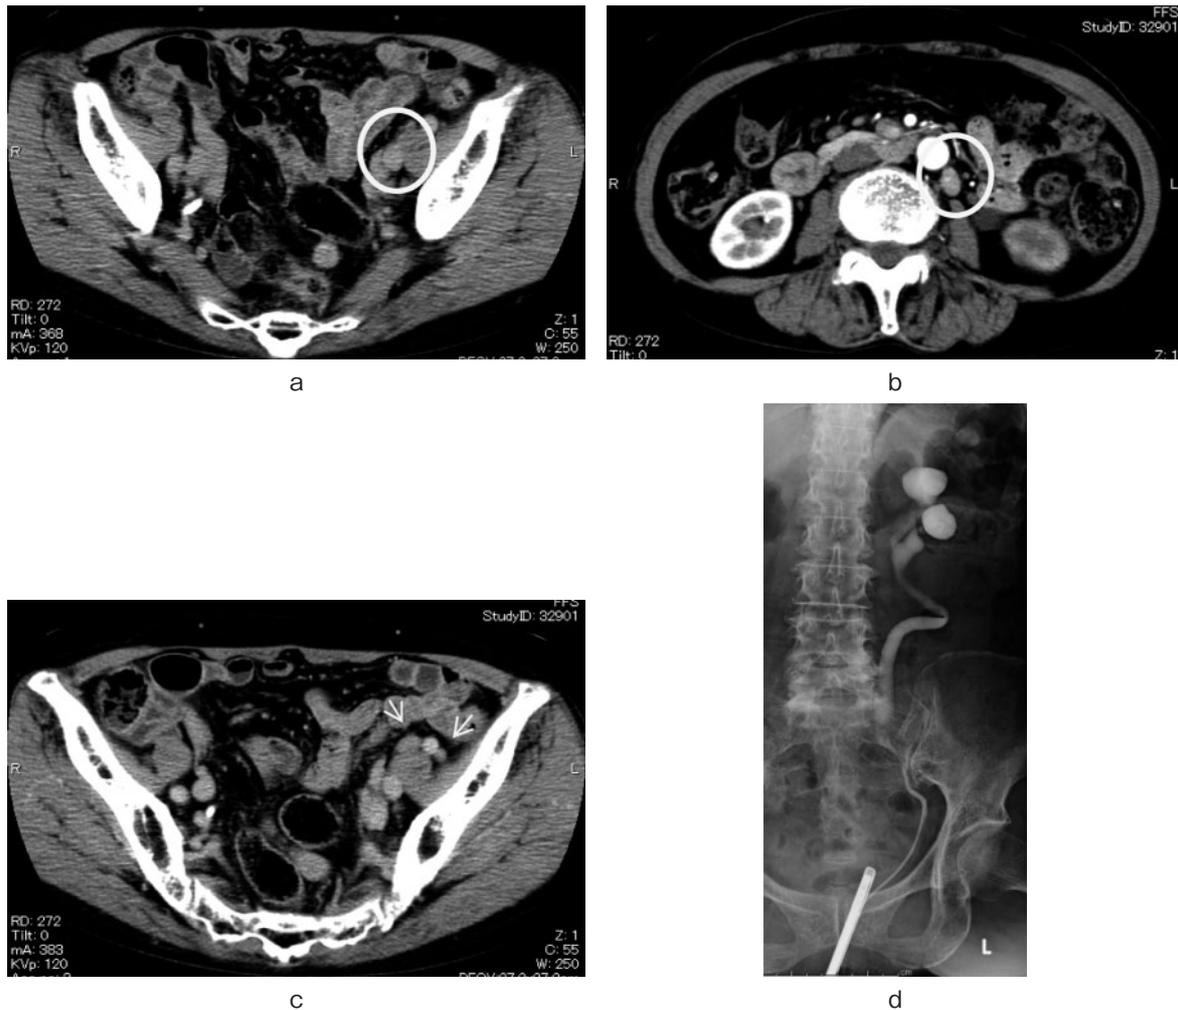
a : CT scan showed a mass of the left middle ureter (circle). b : CT scan showed para-aortic lymph nodes swelling (circle). c : CT scan showed lymph nodes swelling around the left external iliac artery (arrow). d : Left retrograde pyelography confirmed the abrupt narrowing in the left middle ureter.
